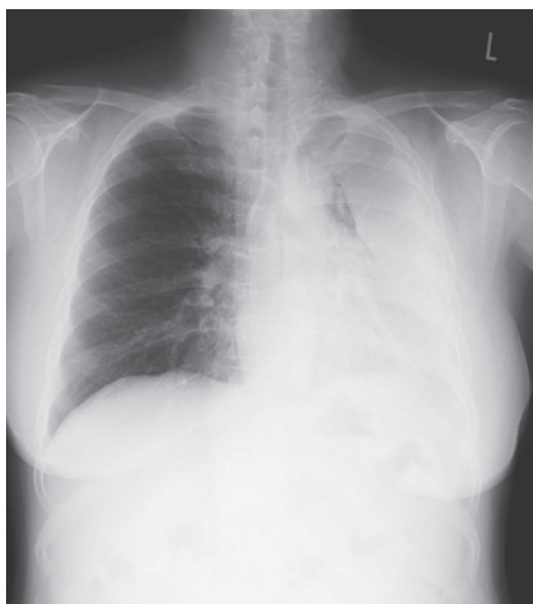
A chest X-ray film shows total atelectasis of the left lung.
